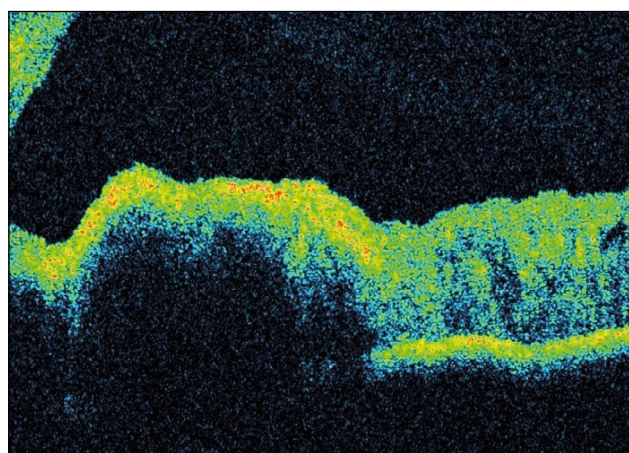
Оптическая когерентная томография радужки OS. Гиперрефлективная поверхность образования.
